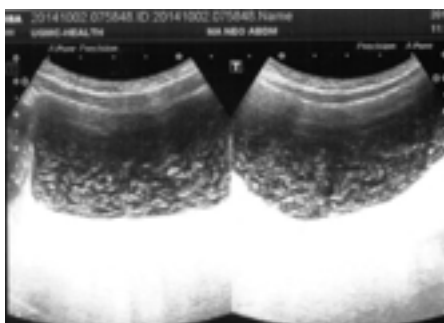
УЗИ мочевого пузыря ребенка К., 4 лет.
